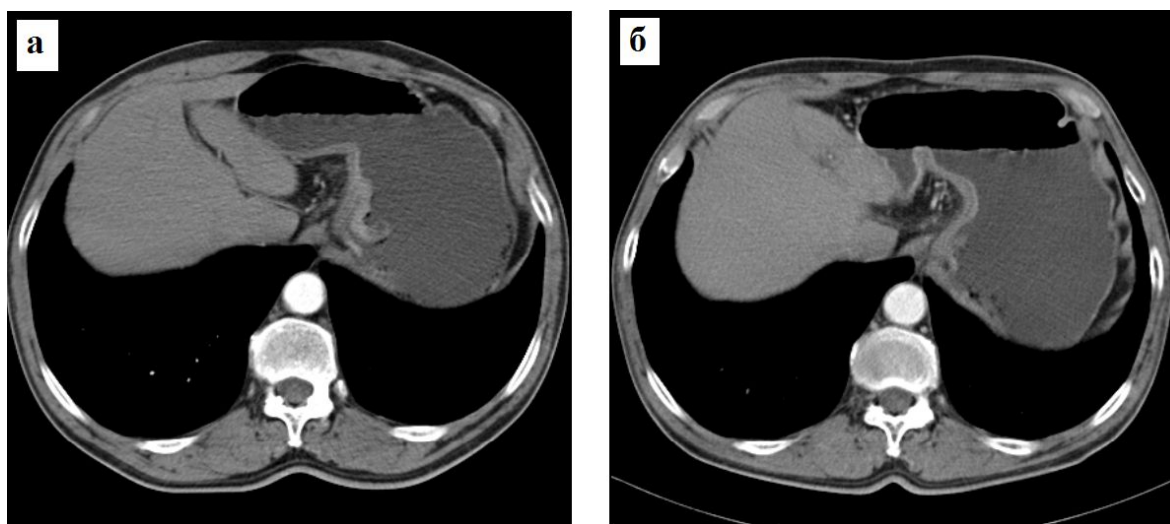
КТ-симптом «слоистости»: а – больной Т., рак кардиального отдела желудка (по малой кривизне) (T2N0M0, лечебный патоморфоз 1b степени), артериальная фаза контрастного усиления до лечения, структура неоднородная, слои не прослеживаются;
